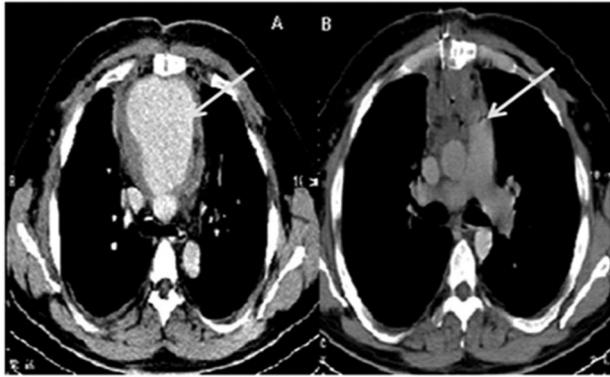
Tomografía de un caso con pseudoaneurisma de la aorta ascendente. A. Antes de la cirugía, donde se observa el falso aneurisma. B. Después de la cirugía, donde no se observa la imagen descrita en A.
